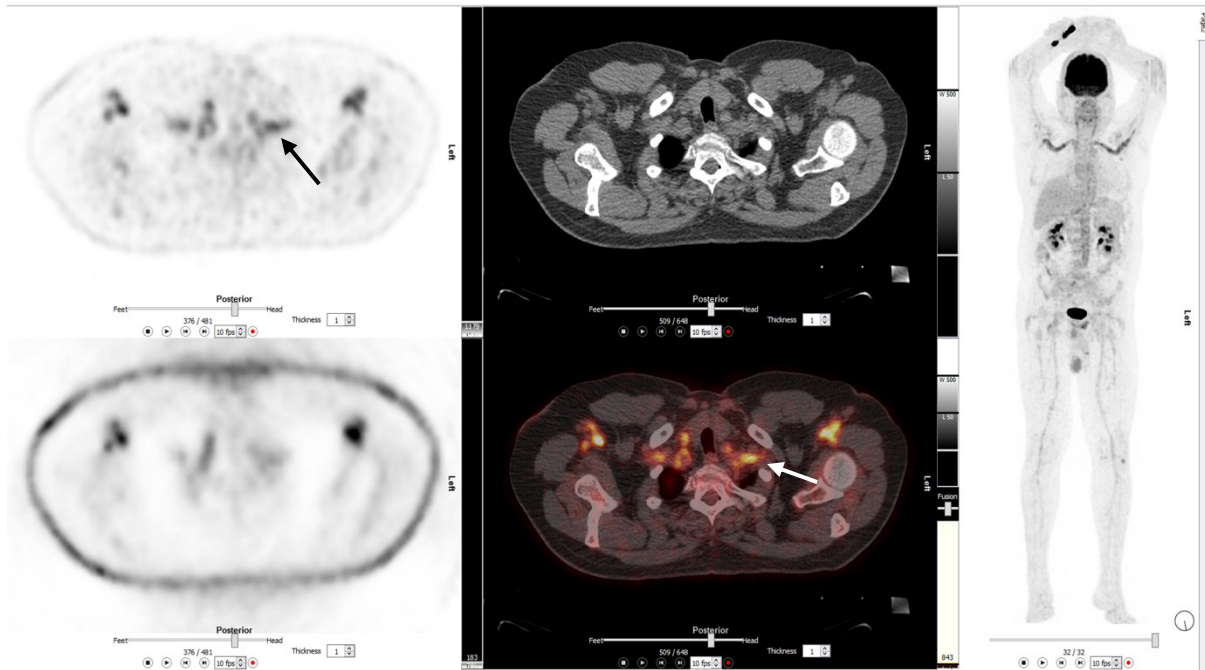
Ein 62-jähriger Mann mit Myalgien und Polyarthralgien. FDG-PET-CT (A: PET, oben mit Schwächungskorrektur; B: CT oben, Fusionsbild unten; C: MIP) zeigt streifenförmige FDG-Anreicherung in der thorakalen und abdominellen Aorta sowie den Aa. Subclavia (Pfeile) und carotis communis. Diagnose: Großgefäßvaskulitis.
